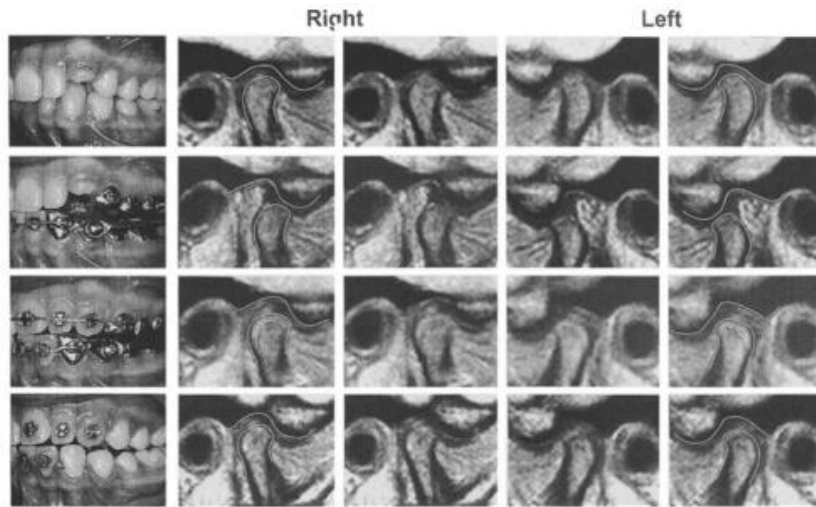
Imagen tomada de: Ruf S., Pancherz H. Temporomandibular joint growth adaptation in Herbst treatment: a prospective magnetic resonance imaging and cephalometric roentgenographic study. Eur J Orthod;1998 (20):375-388
